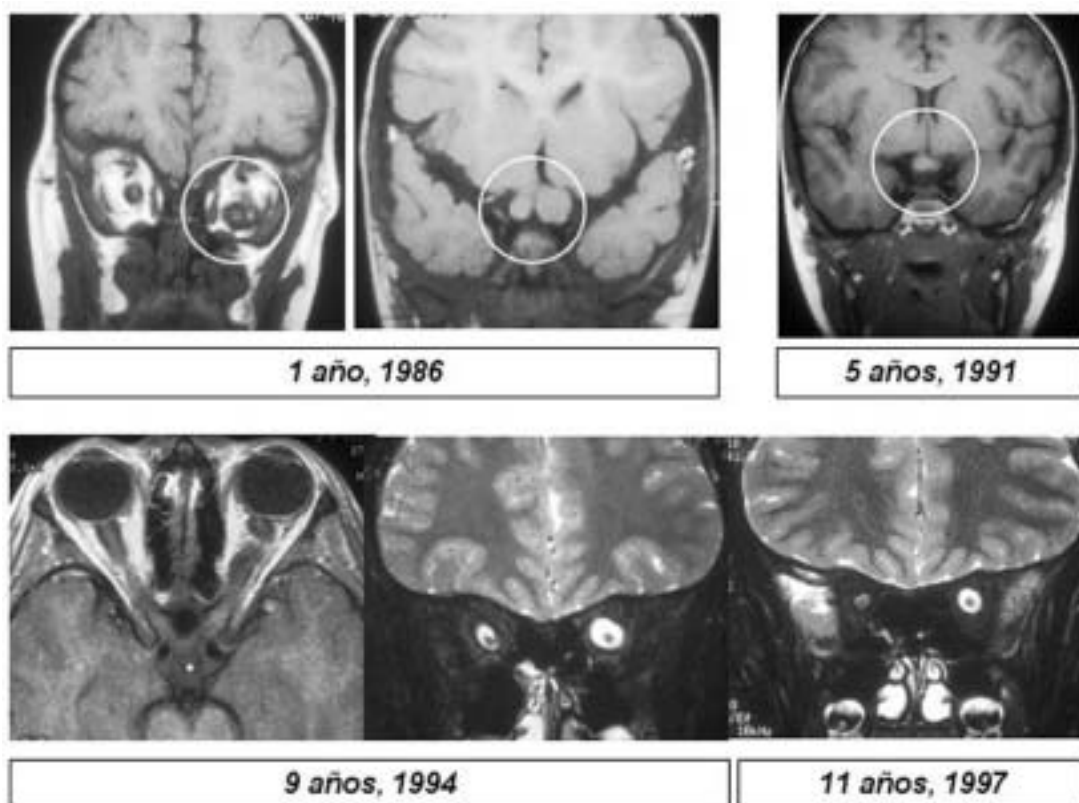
Paciente 3. Secuencia de resonancias magnéticas cerebrales en proyecciones coronales —sólo una axial—. La reducción es mejor visible en las dos últimas proyecciones coronales.
